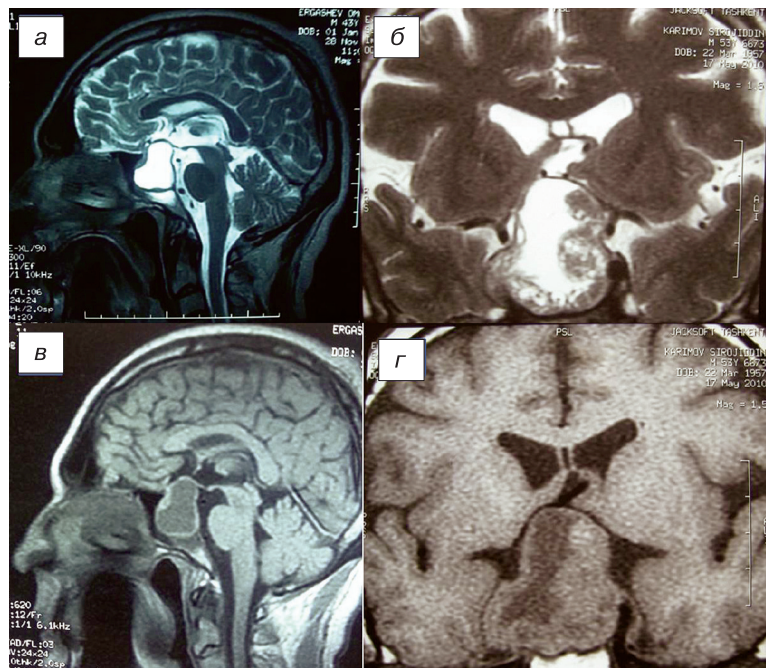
МРТ картина кистозной АГ.
